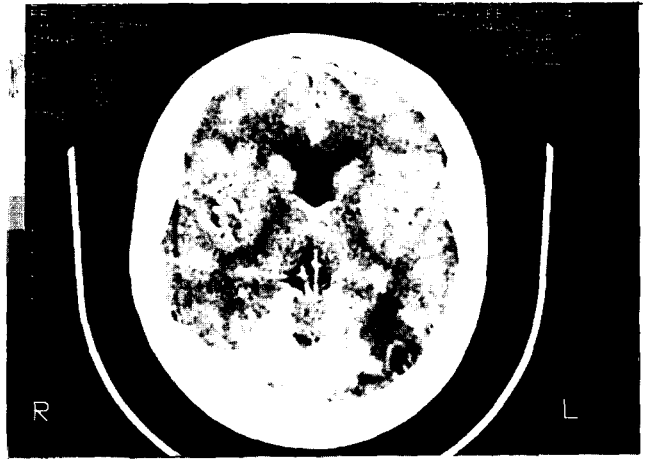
술전 뇌 CT 사진. 좌측 후두엽에 저밀도의 부종을 동반한 뇌농양 소견과 다발성의 석회화 병변이 관찰된다.
